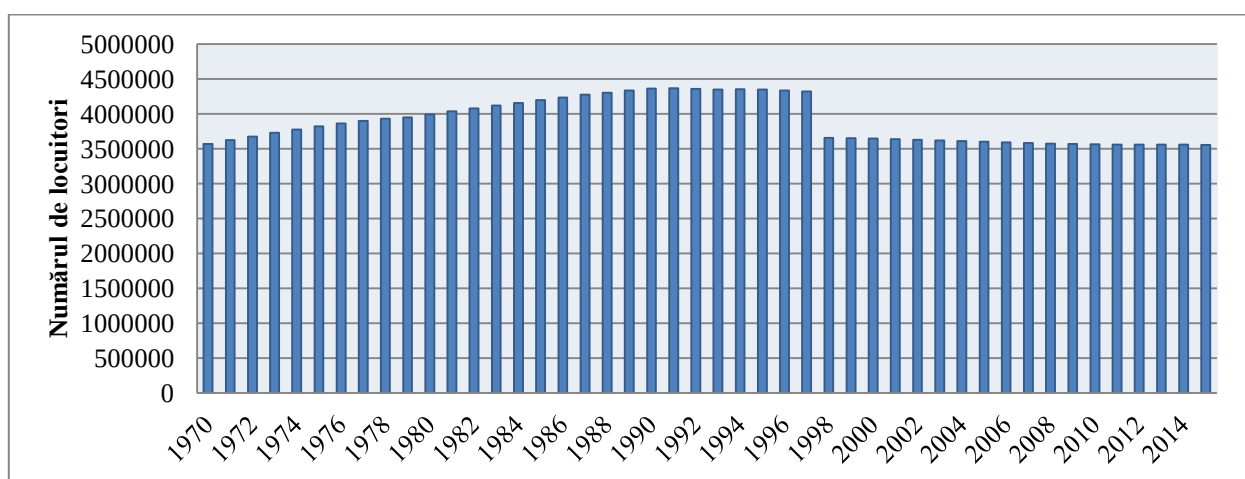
Populația stabilă a RM, a. 1970-2014 (abs.)
